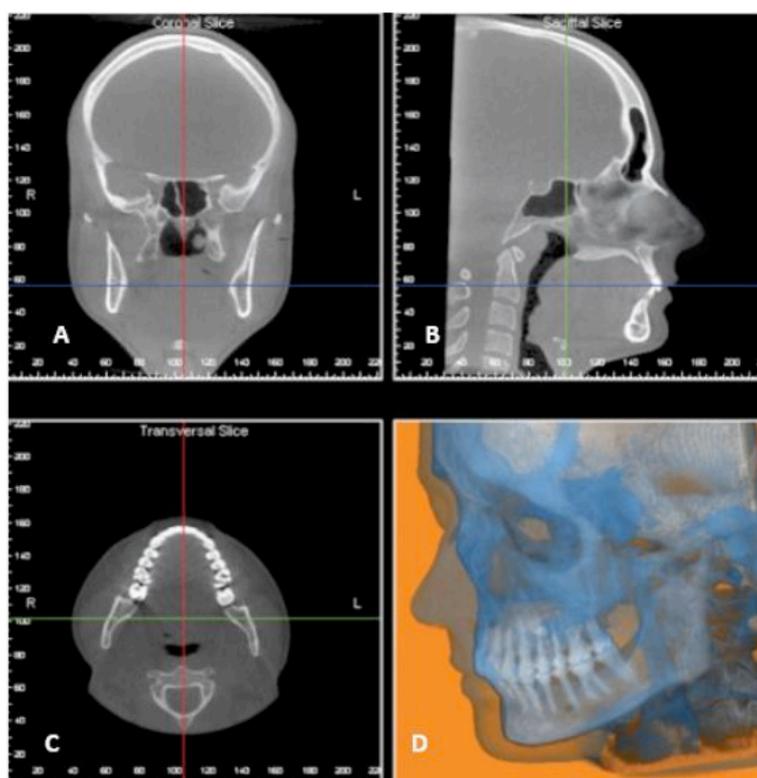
Reformatação multiplanar de uma TC de face.
